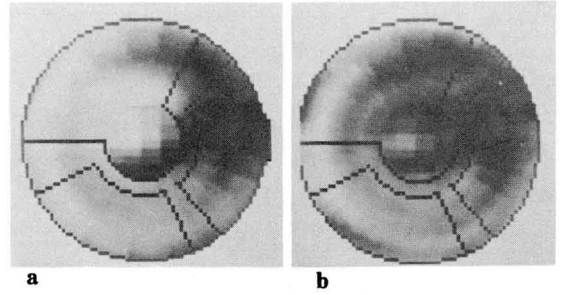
Bull's eye display of the Tc-99m MIBI SPECT. a. Exercise SPECT image demonstrates the presence of a perfusion defect in the anterior-septal wall of the left ventricle. b. Rest SPECT image of the same patient shows normal perfusion in the anterior-septal wall. This patient had an 95 % stenosis of mid-left anterior descending artery.
